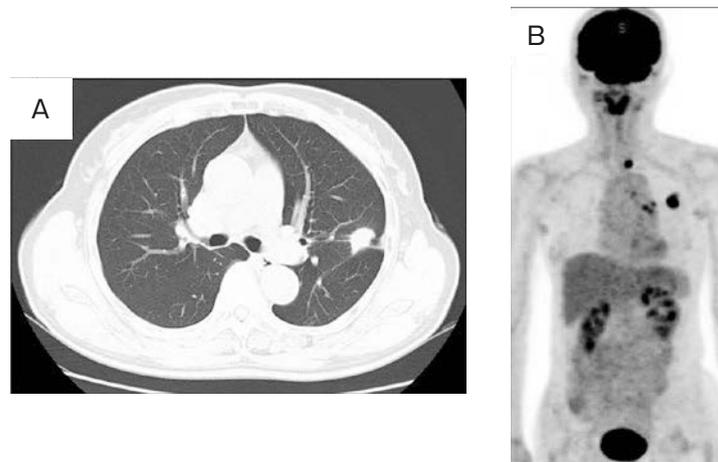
Imaging findings. (A) CT scan of the chest on admission showed a mass lesion in S<sup>1+2</sup> of the left upper lobe. (B) PET demonstrated a high uptake at the primary site and mediastinal lymph nodes.
